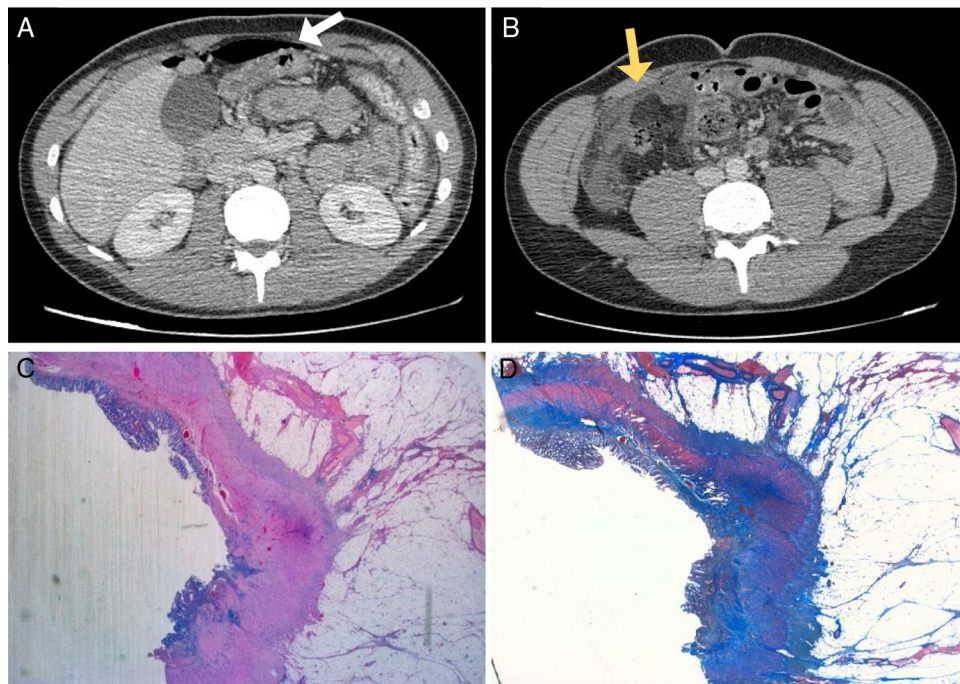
A). Corte axial de TC en la que se objetiva hidroneumoperitoneo (flecha blanca). B). Corte axial de TC que muestra engrosamiento de pared intestinal en la región ileocecal con evidencia de burbujas extraluminales (flecha amarilla). C) Estudio histopatológico (sección panorámica) que muestra zona de ulceración e infiltrado inflamatorio crónico acompañando tractos fibrosos que distorsionan y borran la capa muscular. D) Estudio histopatológico (tinción: tricrómico de Masson) que evidencia engrosamiento de pared por fibrosis con afectación transmural.
